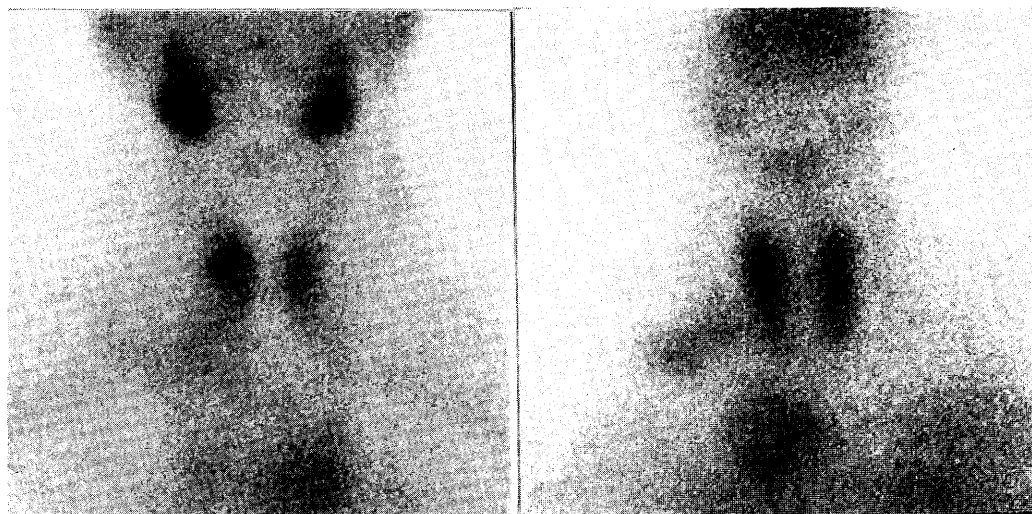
(Left) Tc-99 m thyroid scintigram showed photon deficient area in right lower pole. (Right) In Tl-201 scintigram, Tl-201 uptake was seen in the right lower pole and also noted was abnormal extra thyroidal uptake in right neck and upper mediastinum.
